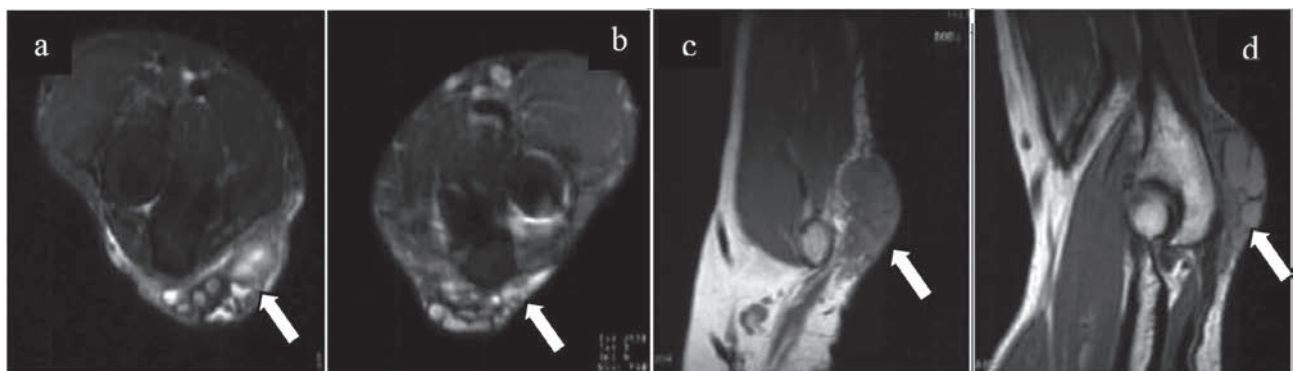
МРТ лівого ліктьового суглоба. a, b — режим STIR, поперечні зрізи; c, d — режим SET1, сагітальні зрізи. У ділянці ліктьового відростка візуалізується м'якотканний утвір — тофус (показаний білими стрілками) із чіткими межами і септальними перегородками без ознак набряку перифокальних м'яких тканин. Кістково-суглобова система без змін (власне спостереження)
